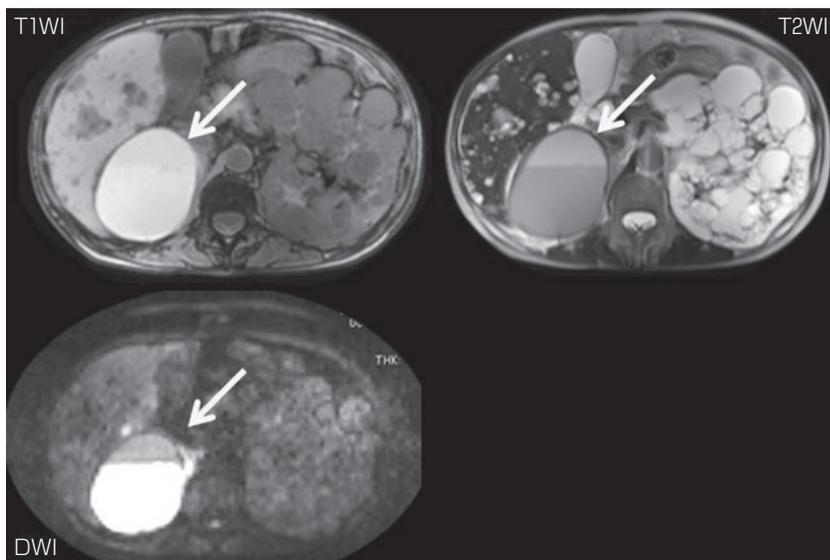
嚢胞感染の特徴的画像 (ニボ一像, DWI high intensity)
